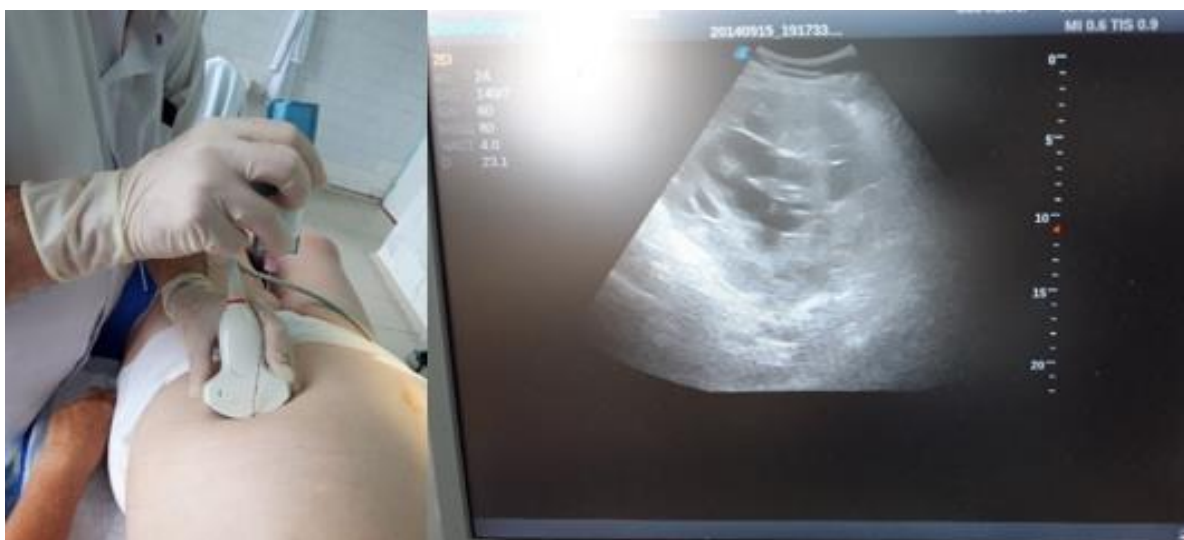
Puncția-biopsie sub ghidaj ultrasonografic a tumorii
